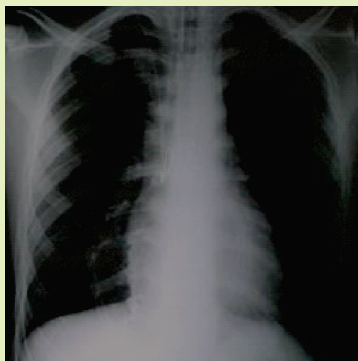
Radiografia de tórax AP (ântero-posterior)
